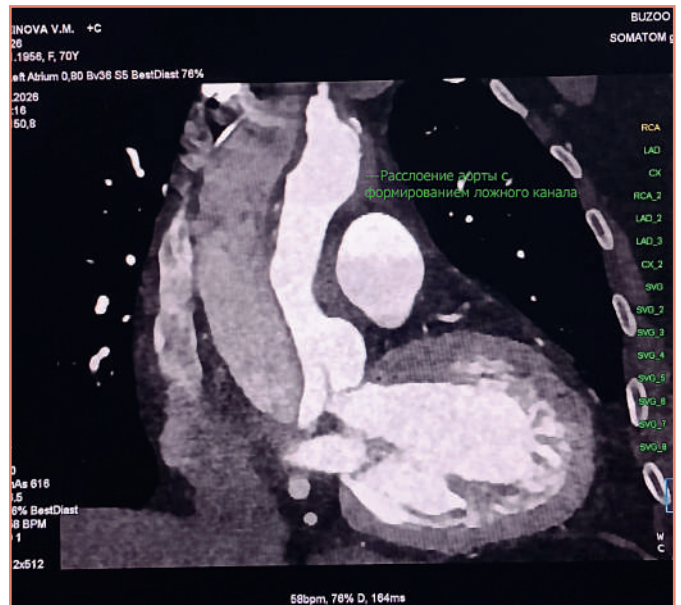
МСКТ грудной аорты (аксиальный срез) [предоставлено авторами] / Multispiral computed tomography of the thoracic aorta (axial section) [provided by the authors]
